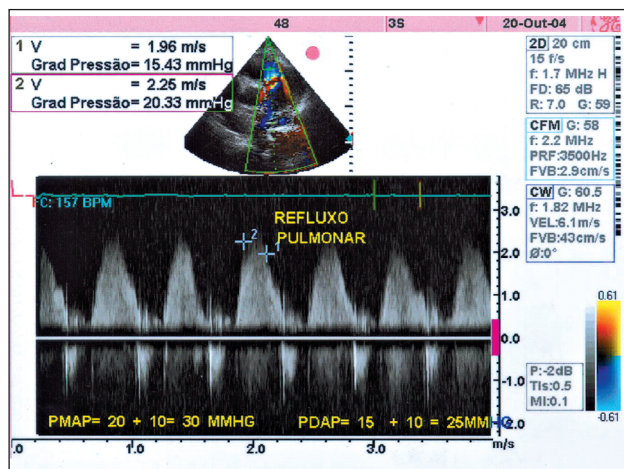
Ecocardiograma Doppler mostrando o refluxo pulmonar com as velocidades final (1) e inicial (2) utilizadas para o cálculo da pressão diastólica da artéria pulmonar e da pressão média da artéria pulmonar, respectivamente.
